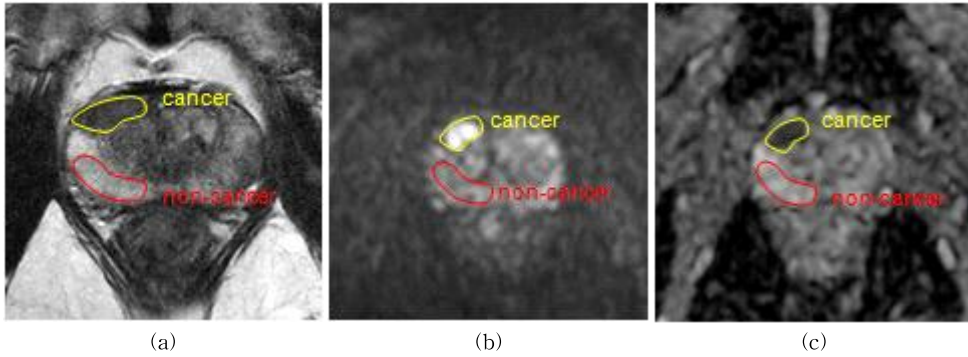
The normal tissue and cancer regions selected by a radiologist: (a) T2wMR, (b) DWI, (c) ADC map.
